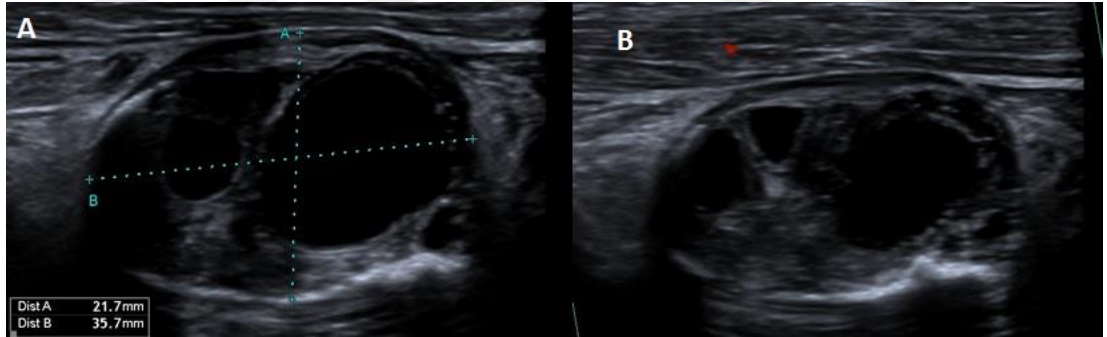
38 yaşında kadın hasta sol submandibular bölgede şişlik şikayeti ile hastanemize başvurdu. Hastanın fizik muayenesinde lezyon sert ve fikse karakterde idi. Lezyonun ultrasonografik incelemesinde cilt altında 34x22 mm boyutlarında düzgün konturlu, hiperekoik-heterojen, vasküler lezyon saptandı (A-B). Lezyonun histopatolojik incelemesi Difüz Büyük B Hücreli Lenfoma ile uyumlu olarak sonuçlandı.
